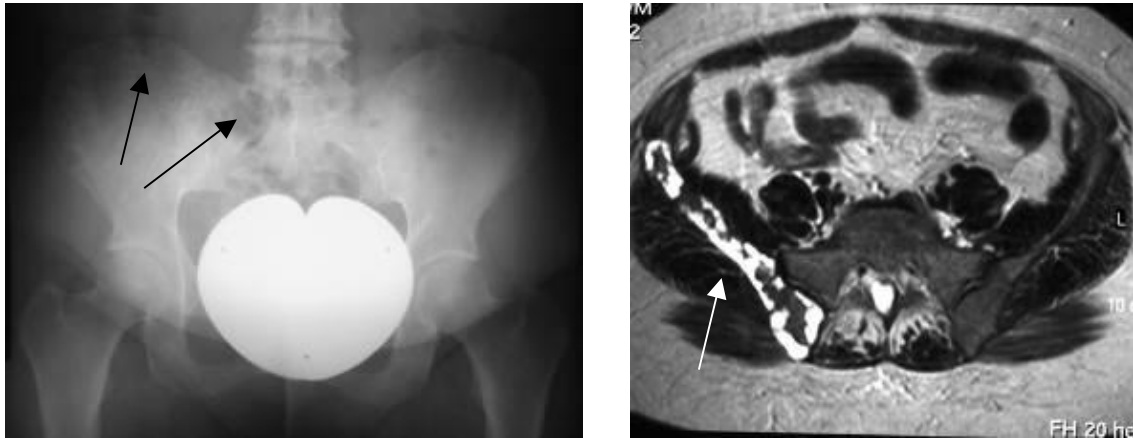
kavernoöses Hämangiom (M.-Nr.: 2001/2875, links: Röntgenbild, rechts: MRT-Aufnahme (T1 m. KM))
